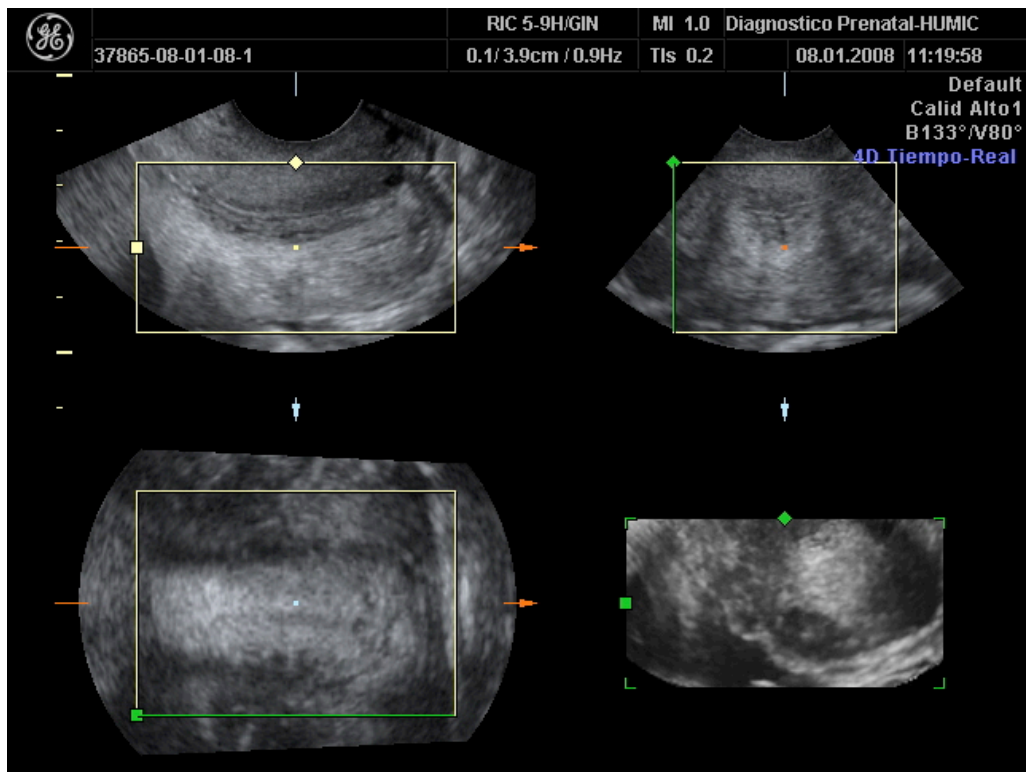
Valoración de la longitud cervical mediante ecografía tridimensional.
